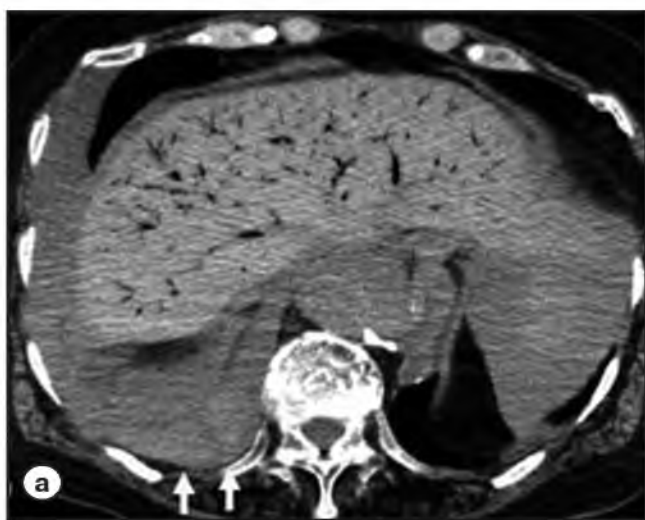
Посмертная аксиальная нативная МСКТ, проведенная через 25 мин. после констатации смерти. Смерть в результате разрыва аневризмы аорты. В машине скорой помощи проводились реанимационные мероприятия [7]. В венах печени визуализируется газ. Стрелками указано кровоизлияние в результате разрыва аневризмы грудного отдела аорты.
